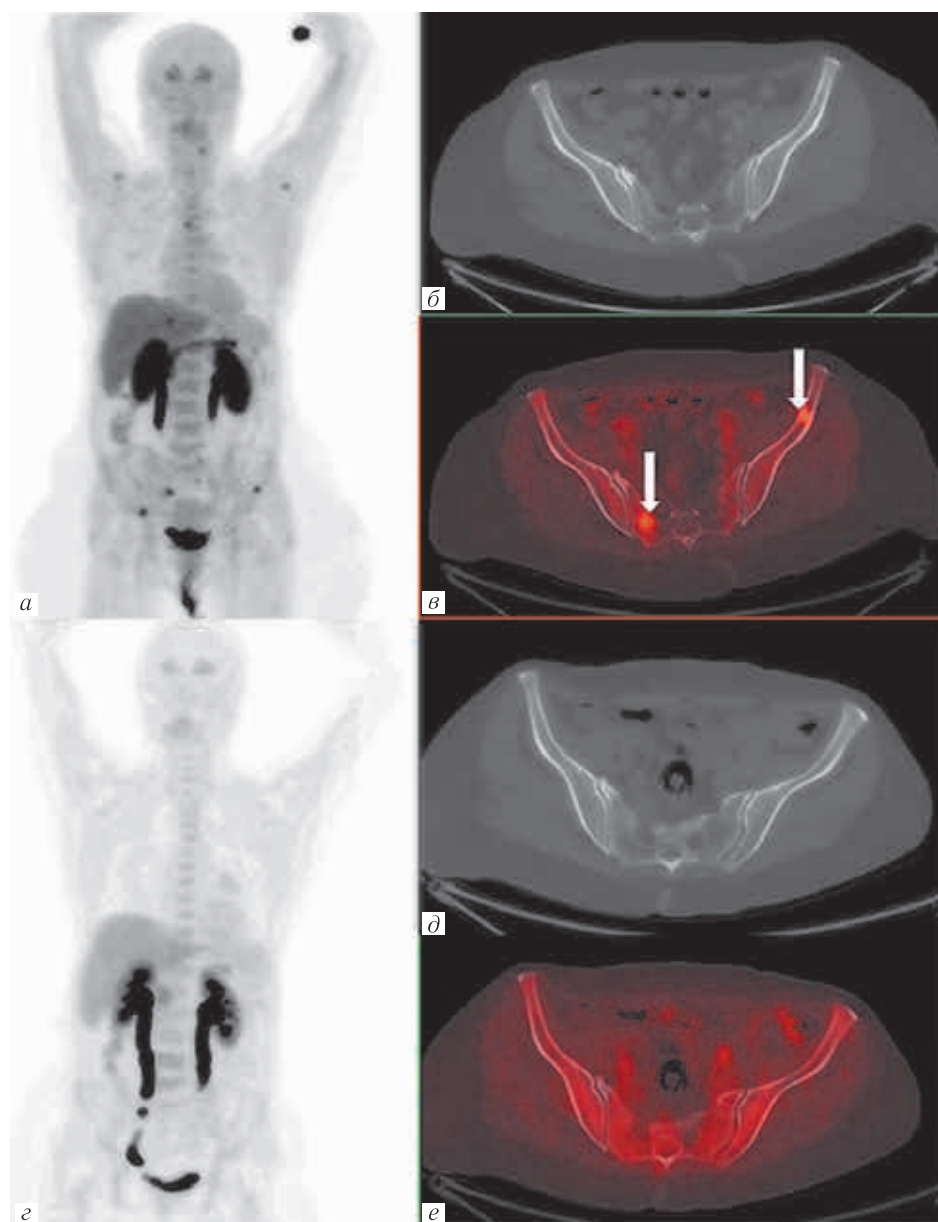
Результаты ПЭТ/КТ с ^{18}F -ДОФА у пациентки с биохимическим рецидивом МРЩЖ: *a* — ПЭТ изображение максимальной интенсивности, до начала таргетной терапии (МР); *б* — нативное КТ изображение; *в* — совмещенные ПЭТ/КТ изображения, до начала таргетной терапии; *г* — ПЭТ изображение максимальной интенсивности, через 7 месяцев после начала таргетной терапии (МР); *д* — нативное КТ изображение; *е* — совмещенные ПЭТ/КТ изображения, через 7 месяцев после начала таргетной терапии. Стрелками указаны очаги патологической гипераккумуляции ^{18}F -ДОФА в костях таза
